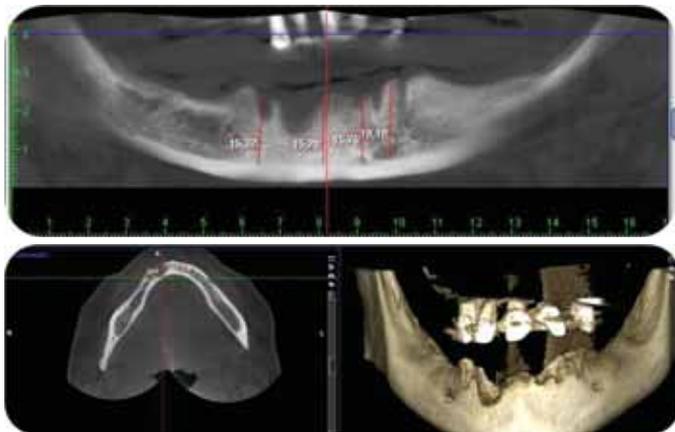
Рентгенологическое обследование пациента перед началом лечения
